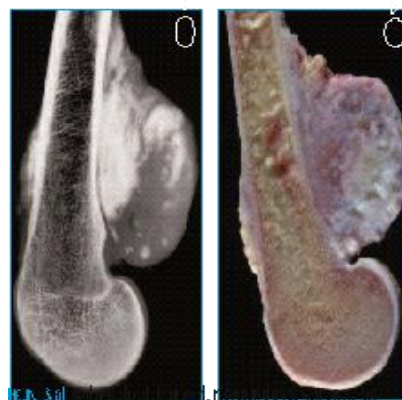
a) Radiographie de la pièce de résection d'un sarcome juxta-cortical du fémur distal. Il s'agit de la localisation de loin la plus fréquente pour cette forme d'ostéosarcome. b) Photographie de la coupe sagittale de la pièce de résection.
